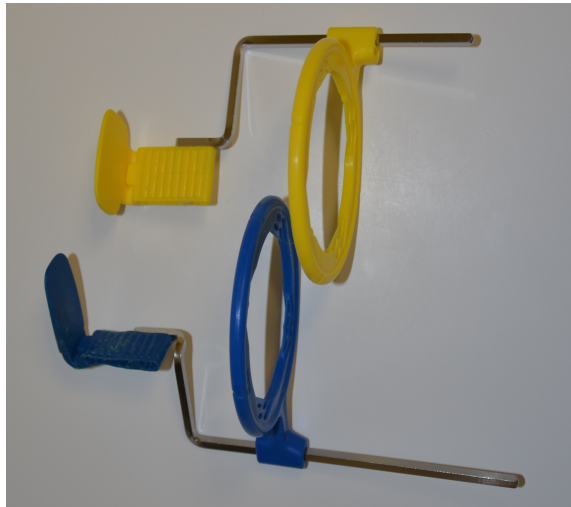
Exemplo de paralelizador para realização de radiografia periapical. A amarelo para dentes posteriores e a azul para dentes anteriores
